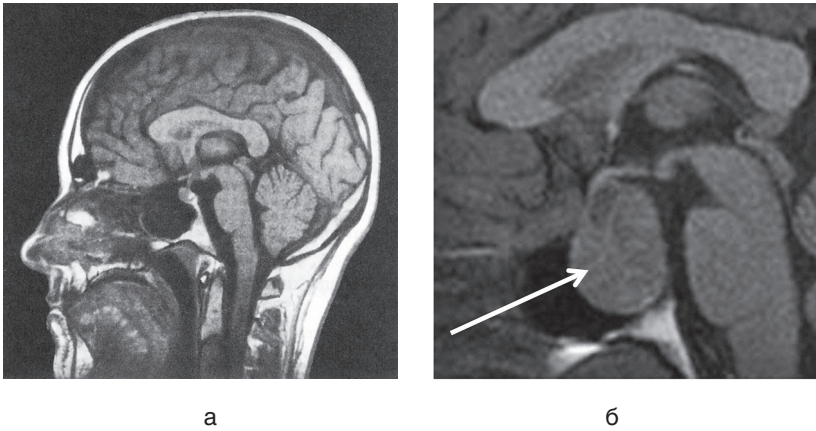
Магнитно-резонансная томография гипоталамо-гипофизарной области: а — норма (фронтальная проекция); б — макроаденома гипофиза (сагиттальная проекция указана стрелкой)
